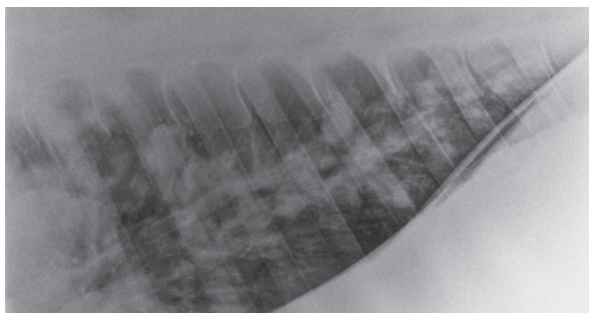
Röntgenbild der Lunge im laterolateralen Strahlengang mit multiplen umschriebenen Verschattungen entlang der Bronchien.
